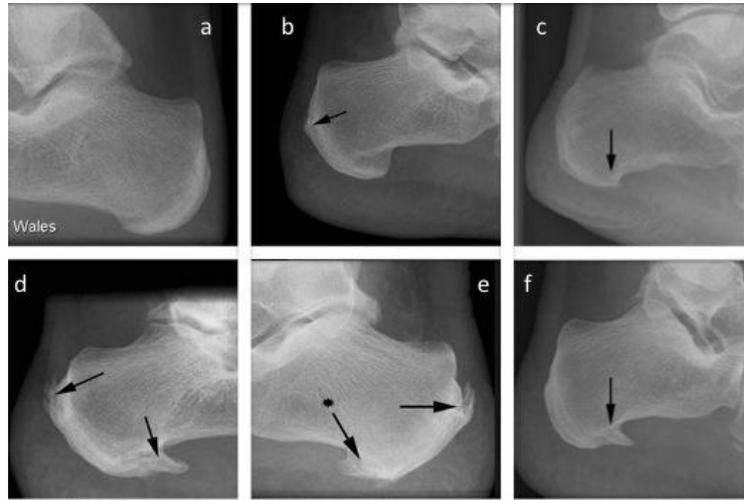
Radiografías laterales de espolones pequeños y grandes utilizados para clasificar los distintos tamaños de los mismos (flechas). [a] no existe espolón, [b] pequeño espolón aquileo, [c] pequeño espolón plantar, [d,e,f] grandes espolones aquileo y plantar. Fuente: Toumi et al.
